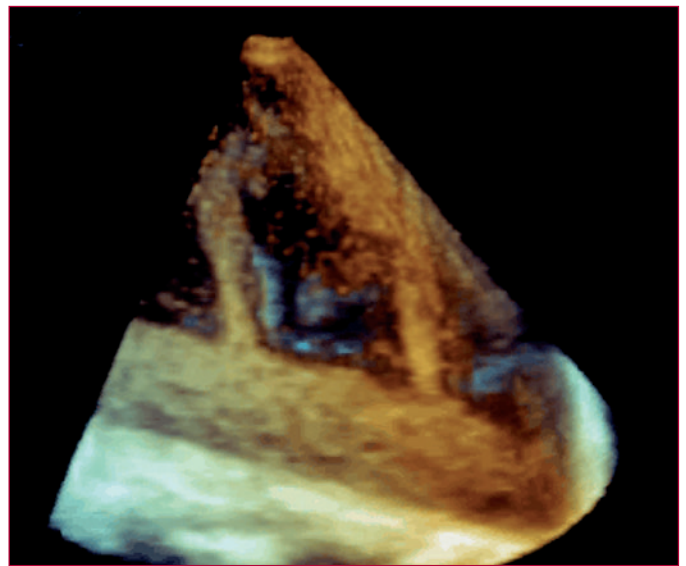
Disección aórtica con contraste estudiada con ecocardiografía trasesofágica tridimensional en tiempo real. Comunicaciones accesorias de la verdadera luz contrastada mediante ecopotenciadores en la aorta descendente. «Una imagen vale más que mil palabras.»
